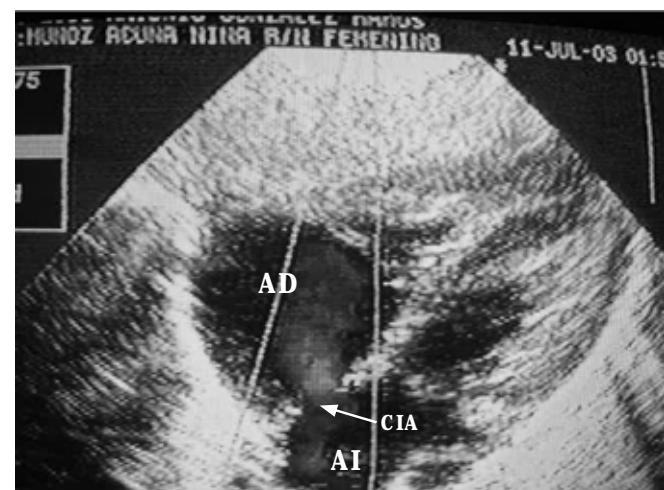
Ecocardiograma: Defecto septal auricular secundum (→).
